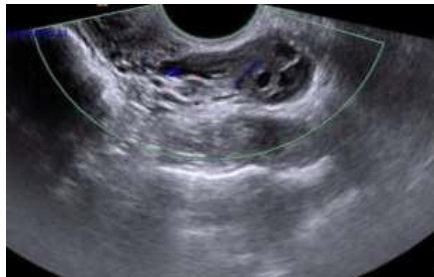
Saluran tuba paten pada wanita usia 26 tahun dengan infertil primer. Pemeriksaan SIS dengan *color Doppler* menunjukkan saluran tuba paten (panah).
